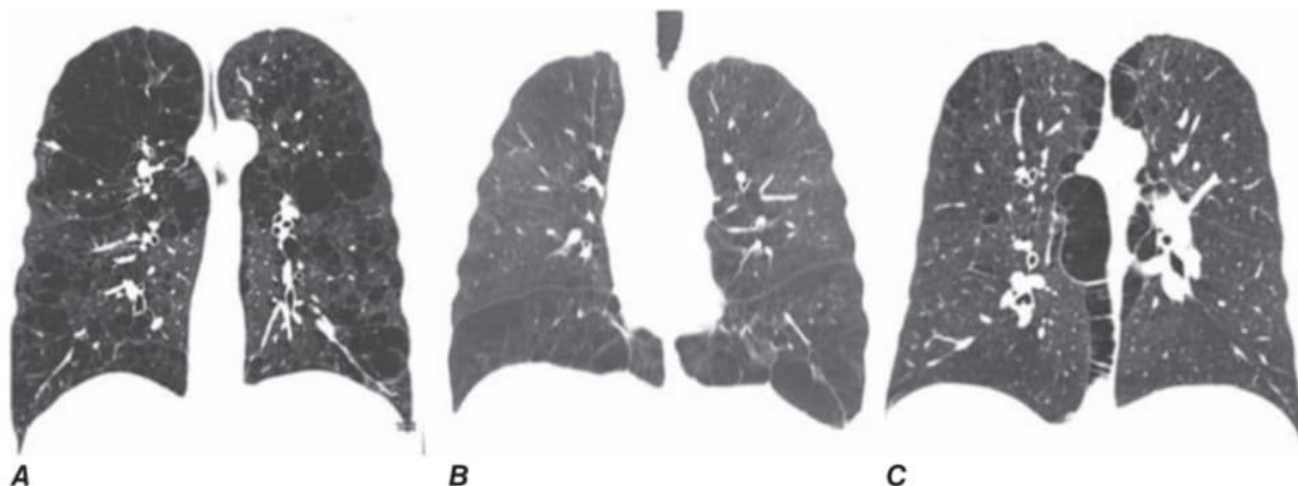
CT patterns of emphysema. A. Centrilobular emphysema with severe upper lobe involvement in a 68-year-old man with a 70-pack-year smoking history but forced expiratory volume in 1 s (FEV_1) 81% predicted (GOLD spirometry grade 1). B. Panlobular emphysema with diffuse loss of lung parenchymal detail predominantly in the lower lobes in a 64-year-old man with severe α_1 antitrypsin (α_1AT) deficiency. C. Paraseptal emphysema with marked airway inflammation in a 52-year-old woman with a 37-pack-year smoking history and FEV_1 40% predicted.
